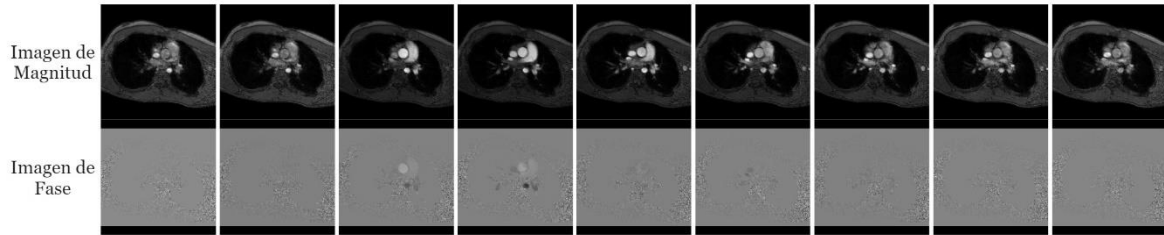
Ejemplo de cine PC-MRI con 9 instantes de tiempo, donde se observan las imágenes de magnitud y fase. Fuente: Elaboración Propia.
